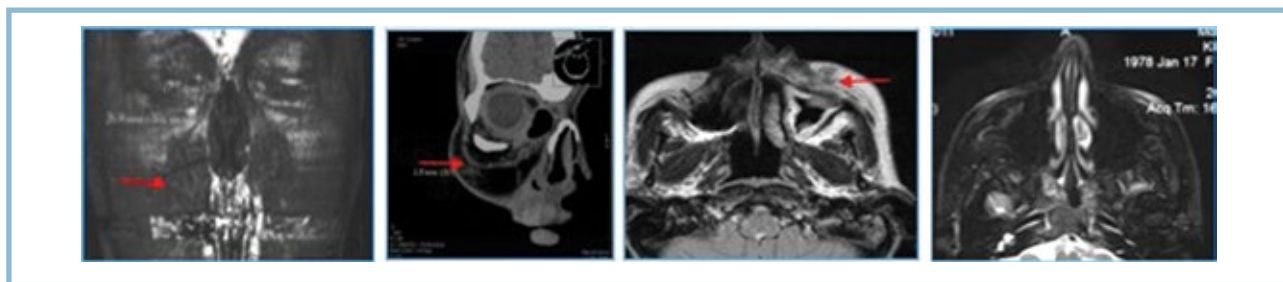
Применение МРТ в диагностике неврологических осложнений контурной инъекционной пластики лица.
